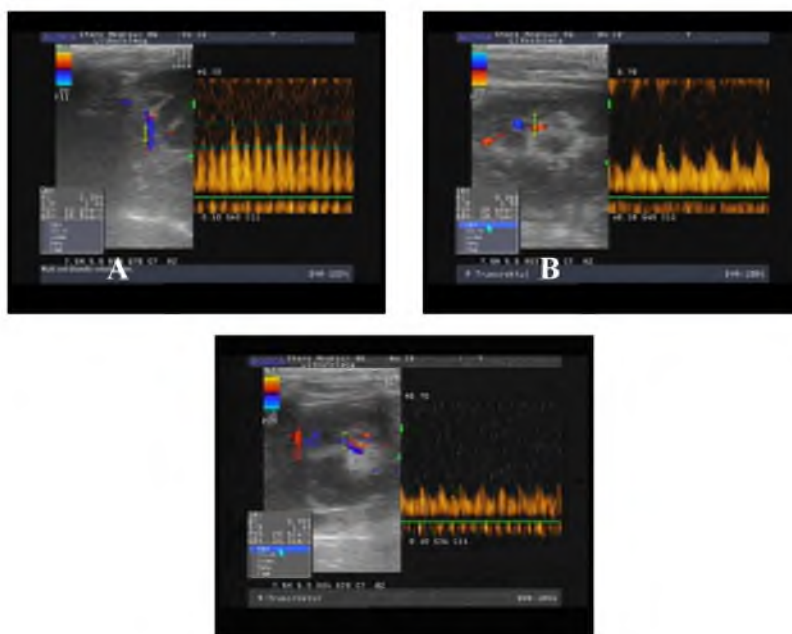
УЗИ скоростные характеристики кровотока 21 сутки левая почка. А – почечная артерия; В – сегментарная артерия; С – дуговая артерия
